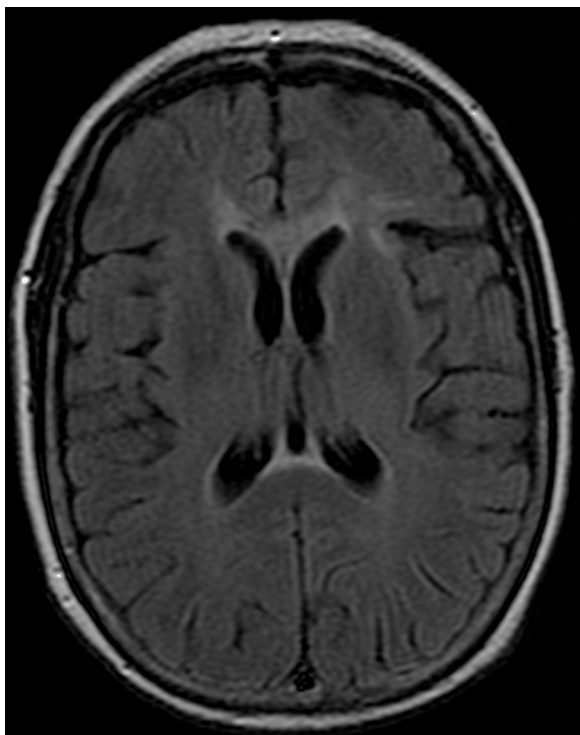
RM en corte axial en secuencia FLAIR que muestra afectación de rodilla y esplenio del cuerpo calloso.
